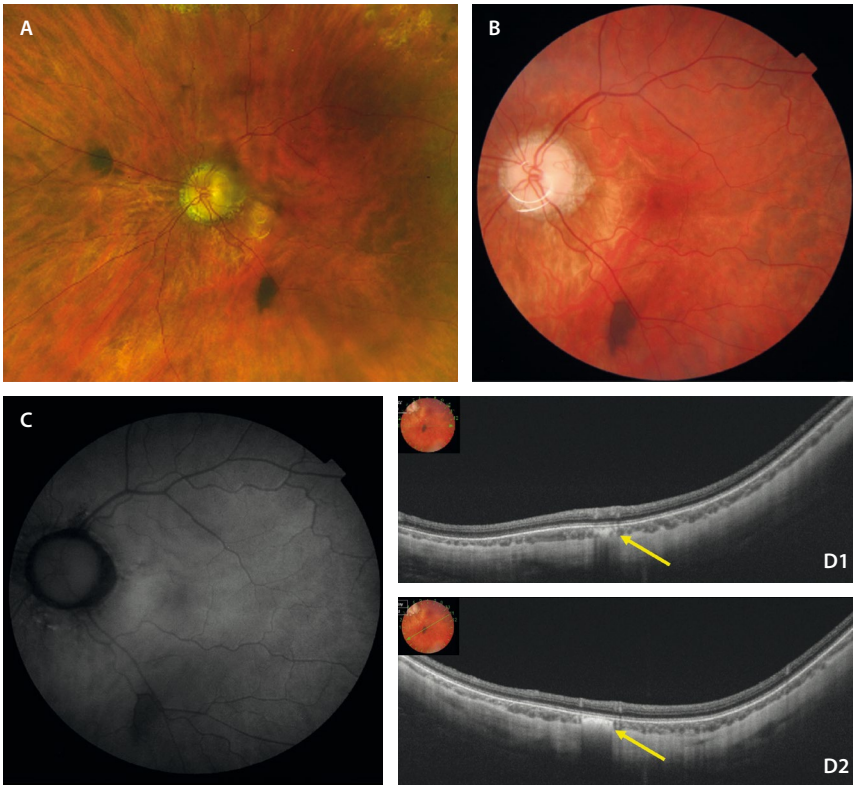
Freckle. A) Retinografía donde se aprecian dos *freckle* coroideos, uno nasal a la papila y otro temporal-inferior a esta. B) Retinografía donde se observan mejor los detalles del *freckle* temporal inferior a la papila de color marrón-ceceo oscuro y con bordes irregulares. C) En la autofluorescencia se muestra ligeramente hipoautofluorescente. D1 y D2) Dos cortes de la tomografía de coherencia óptica donde se observa el *freckle* como una lesión plana hiperreflectiva con una mínima sombra posterior (flechas amarillas).
